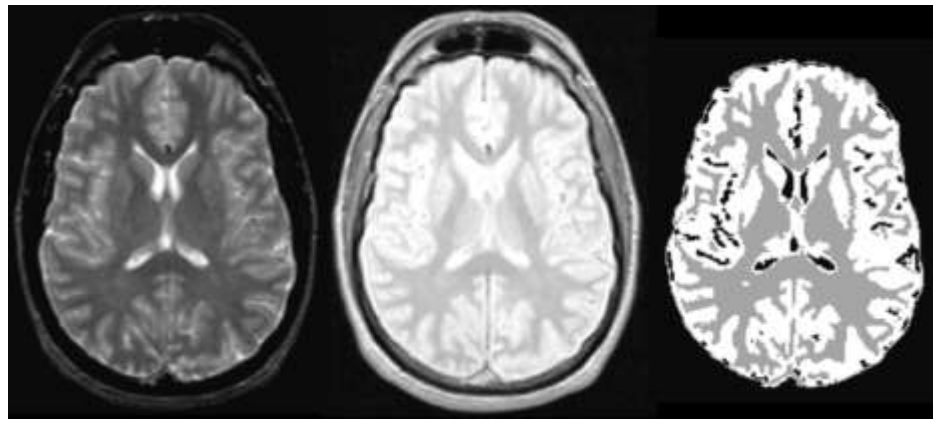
Segmentazione dell'immagine in MRI per misurare la sostanza bianca, grigia ed il liquor cefalorachidiano. A sinistra abbiamo l'immagine originaria, al centro l'immagine di densità protonica, mentre a destra la combinazione delle due immagini più la loro segmentazione evidenzia la sostanza grigia in bianco, la sostanza bianca in grigio medio ed il liquor in nero.
